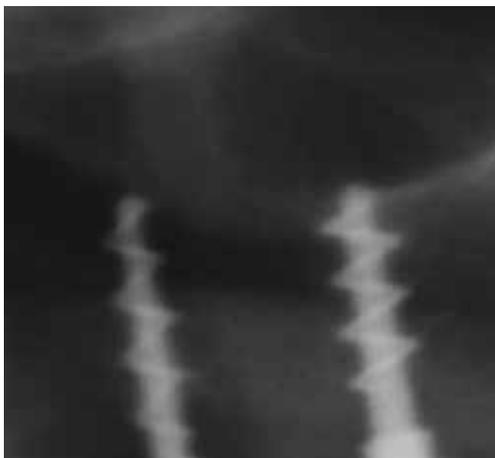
La radiografia evidenzia la leggera sofferenza perimplantare delle prime spire della vite e della radice dell'elemento naturale.
